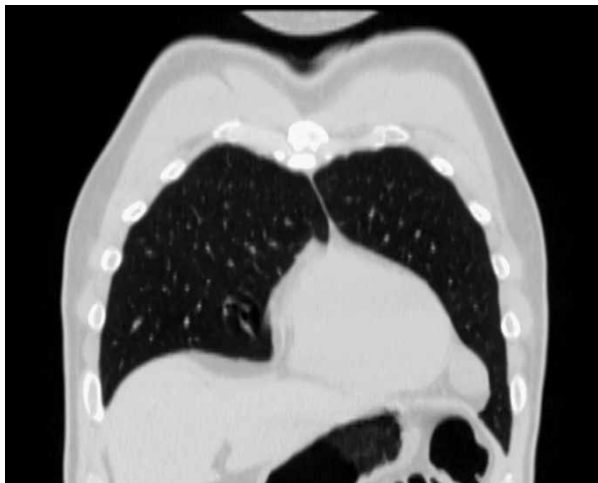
Мультиспиральная компьютерная томография до операции.
